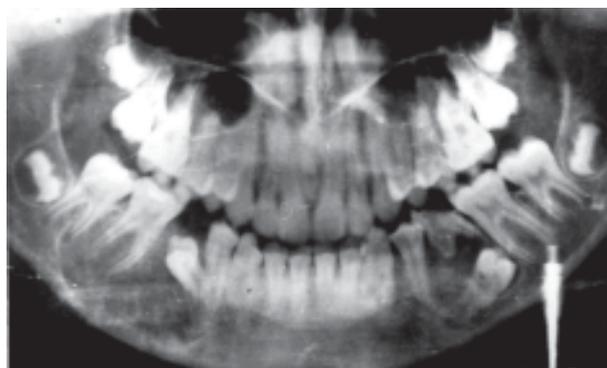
Ортопантомограмма больной К., 12 лет. На нижней челюсти в области 75 и 85 зубов разрезание костной ткани с зачатками 35 и 45 зубов. Диагноз: зубо-содержащие кисты нижней челюсти справа и слева.
